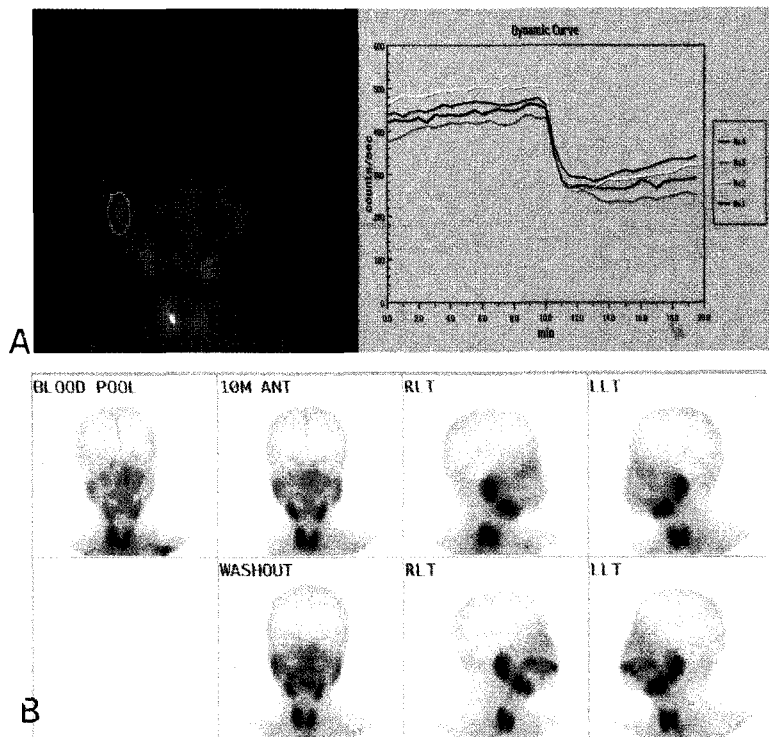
This case demonstrated normal dynamic salivary gland scintigraphy with abnormal static images. On the dynamic time-activity curve (A), the uptake, secretion and re-uptake were normal. However, on the static images (B), considerable amount of radioactivity was noted in the salivary glands in washout phase after stimulation. With reference to dynamic images, we could understand the radioactivity in the washout phase was activity due to re-uptake rather than not-washout activity.
